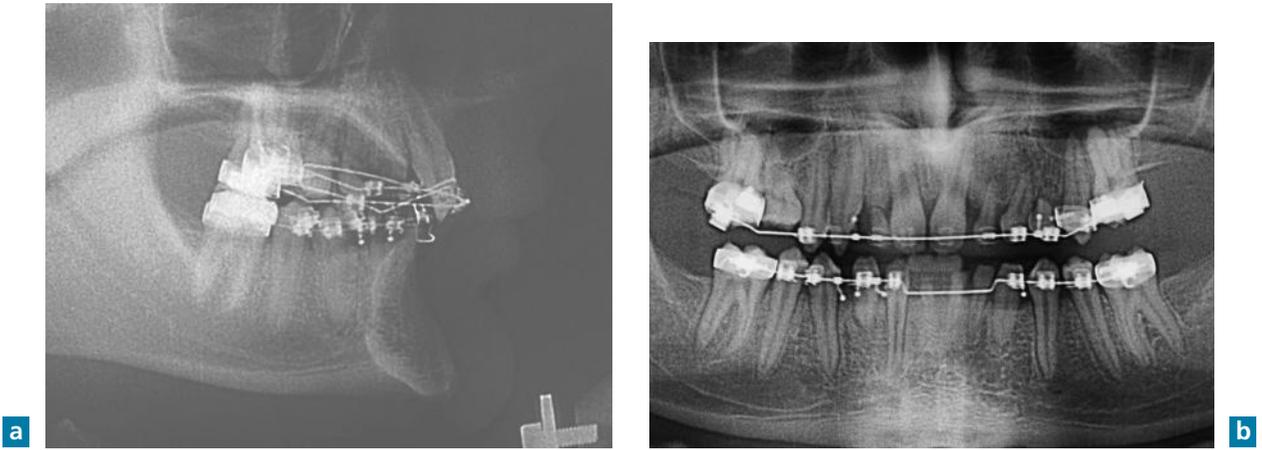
Téléradiographie et panoramique en cours de traitement (cas des docteurs Frapier et Massif). L'orthodontie a permis l'ingression et le torque radiculo-palatin incisif maxillaire nécessaire à la réhabilitation prothétique.
